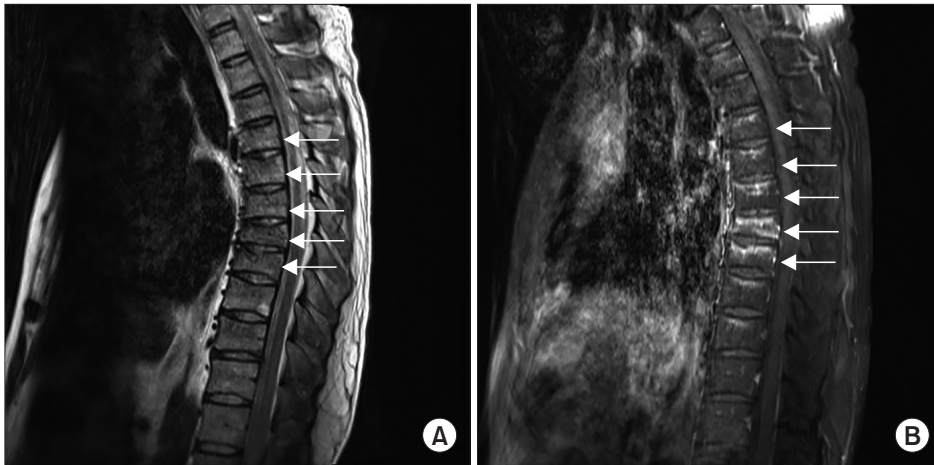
Magnetic resonance imaging scan (sagittal). T2-weighted dixon fat only view (B) showing more enhanced T4, 5, 6, 7, 8 region than T2-weighted dixon water only view (A); recent T4, 5, 6 upper end plate fracture and T7, 8 compression fracture (arrows).
